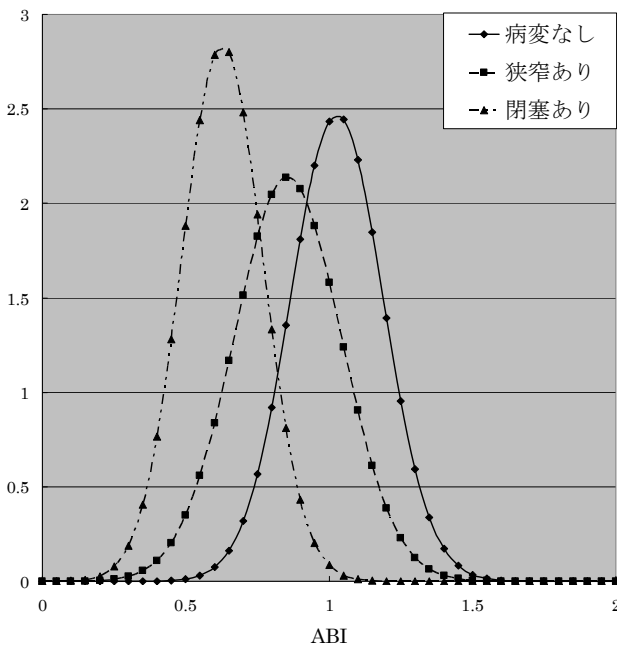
下肢動脈CT所見の病変部位によるABI測定値の変化
